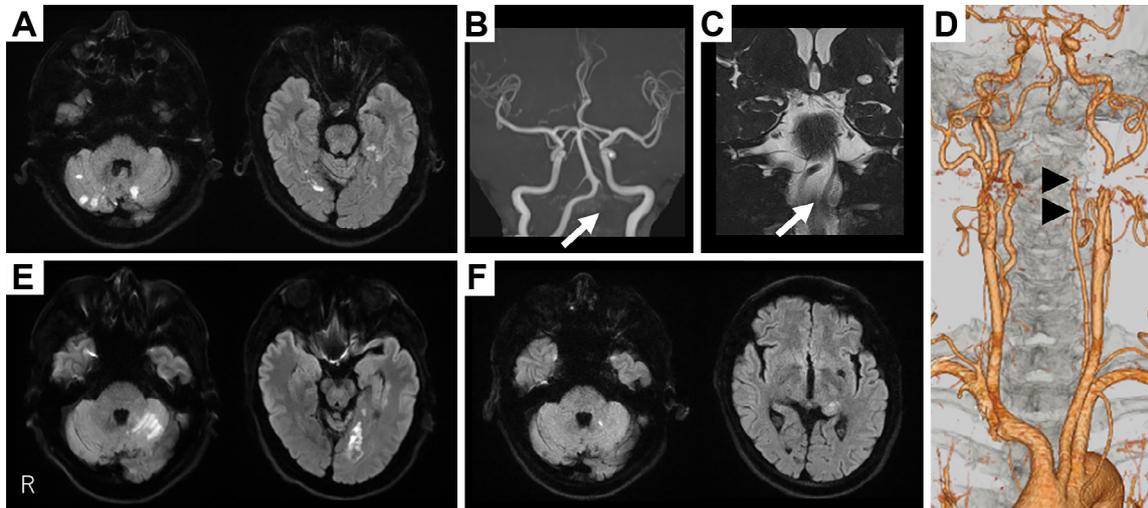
Brain MRI and brain CT angiography (CTA) of the patient.
